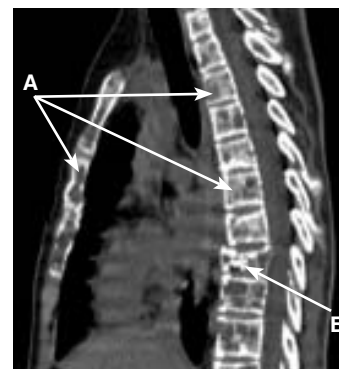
Спиральная КТ органов грудной клетки с болюсным контрастным усилением «Ультравист 370» с последующей объемной реформацией в сагиттальной плоскости в костном режиме. Стрелками указаны множественные остеолитические очаги в позвонках, грудине (А) и компрессионный перелом Th_{VIII} (Б).
